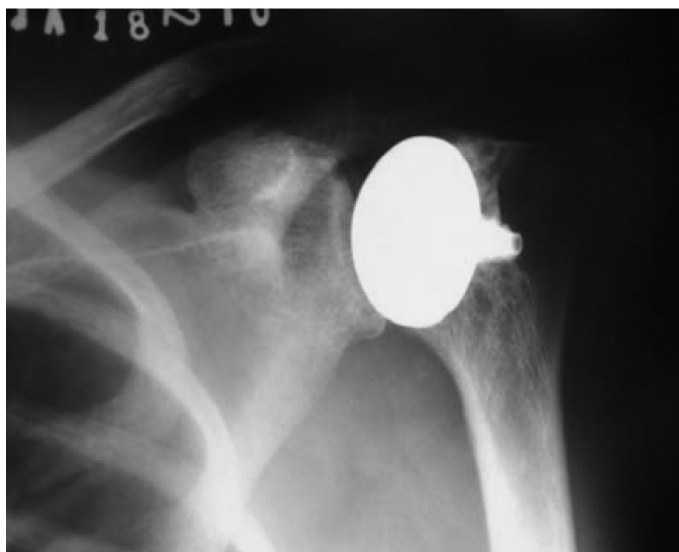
Radiografia controle com implante cobrindo toda área comprometida da cabeça umeral.
